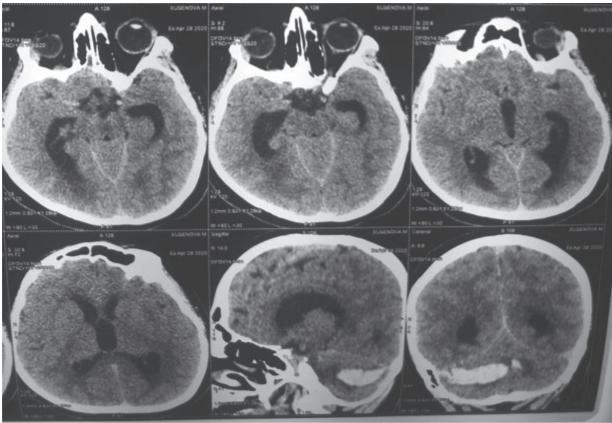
КТ признаки острой внутренней гидроцефалии с расширением нижних рогов боковых желудочков
